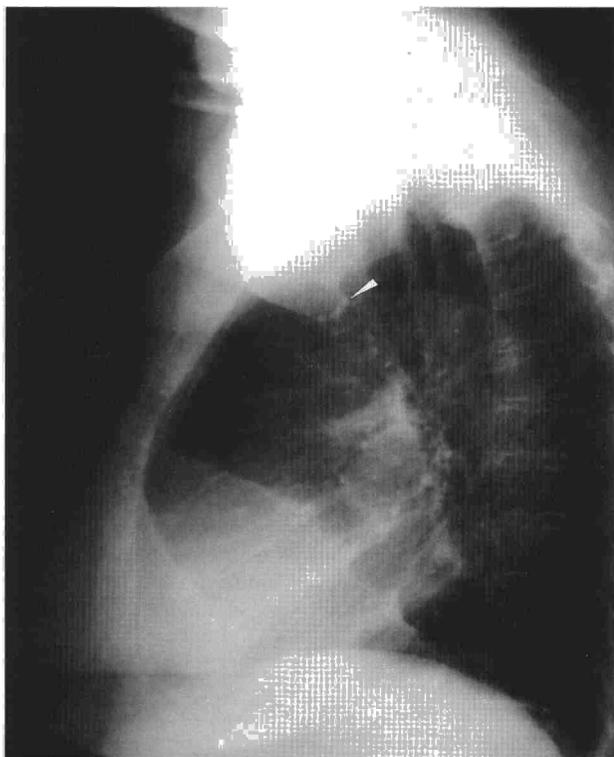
Radiografía del tórax en proyección lateral donde se evidencia la tableta ingerida por la paciente (cabeza de flecha). Se muestra esta proyección porque la nitidez del comprimido es mayor.
